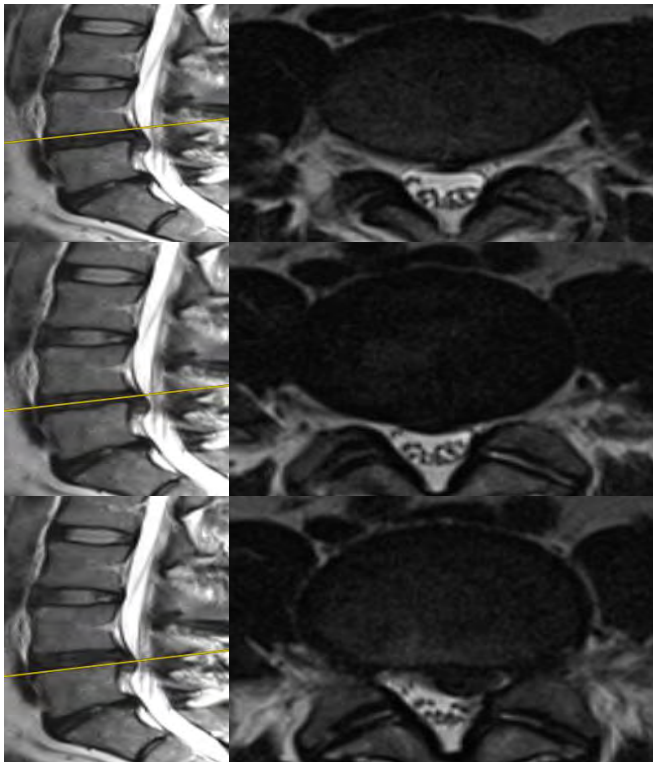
Hernia de tipo extrusión subarticular izquierda con migración en localización suprapedicular en secuencia T2 en RMN. Fuente Archivo Clínico.
